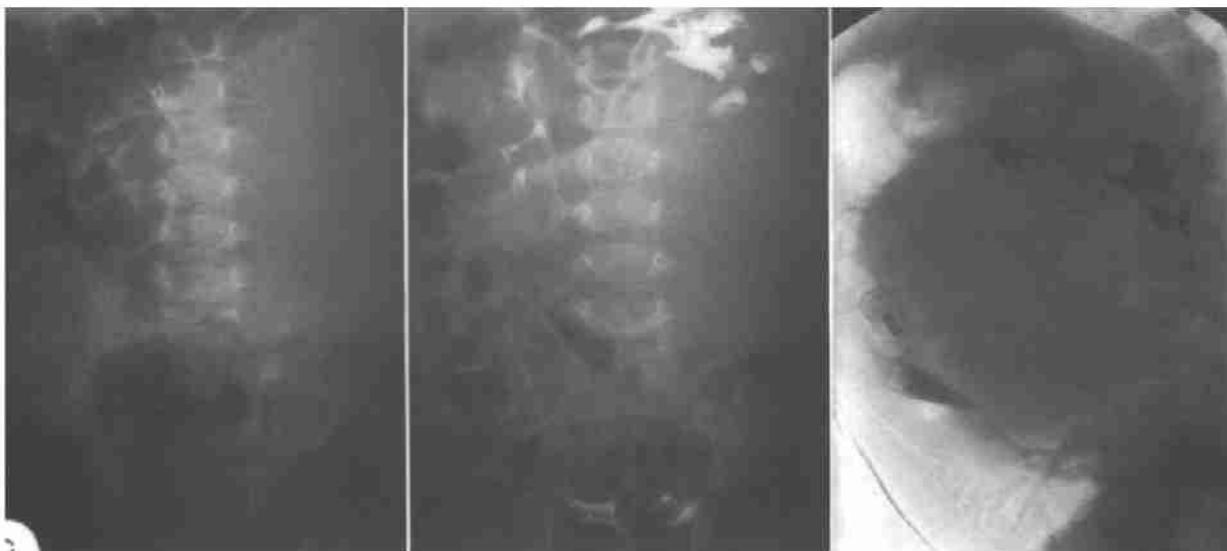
9个月小女孩Ⅰ期肾胚细胞瘤平片、15min的尿路造影图及其侧位图。左腹占位伴肠样受挤、肾盂移位。侧位图才显示肾盂、肾盏系统受肿瘤累及。
